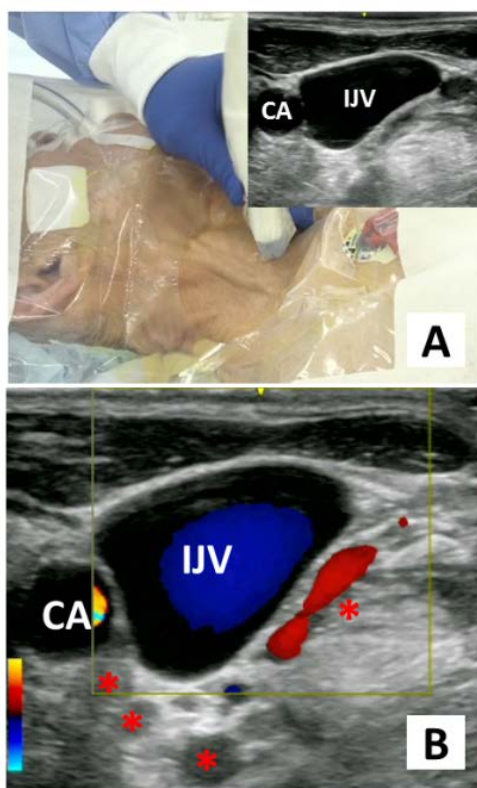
は、頸三角の midpoint 近辺の内頸静脈および総頸動脈の超音波断層像を示している
